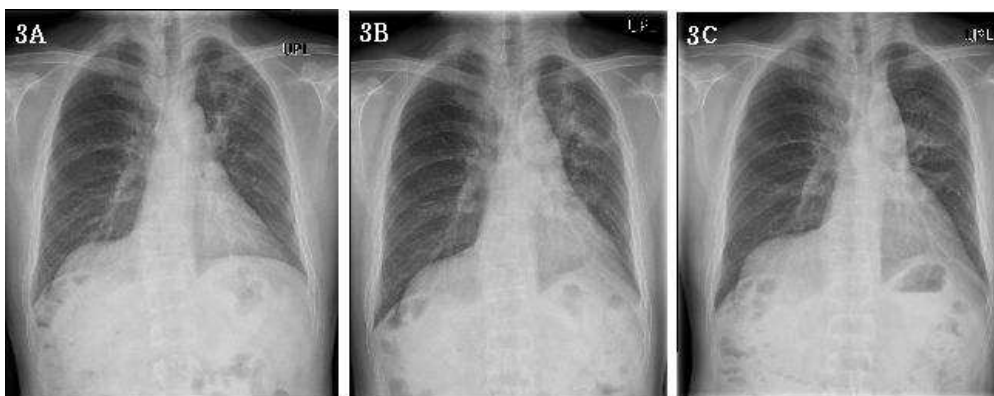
Radiographic findings of the Patient 2 before treatment
